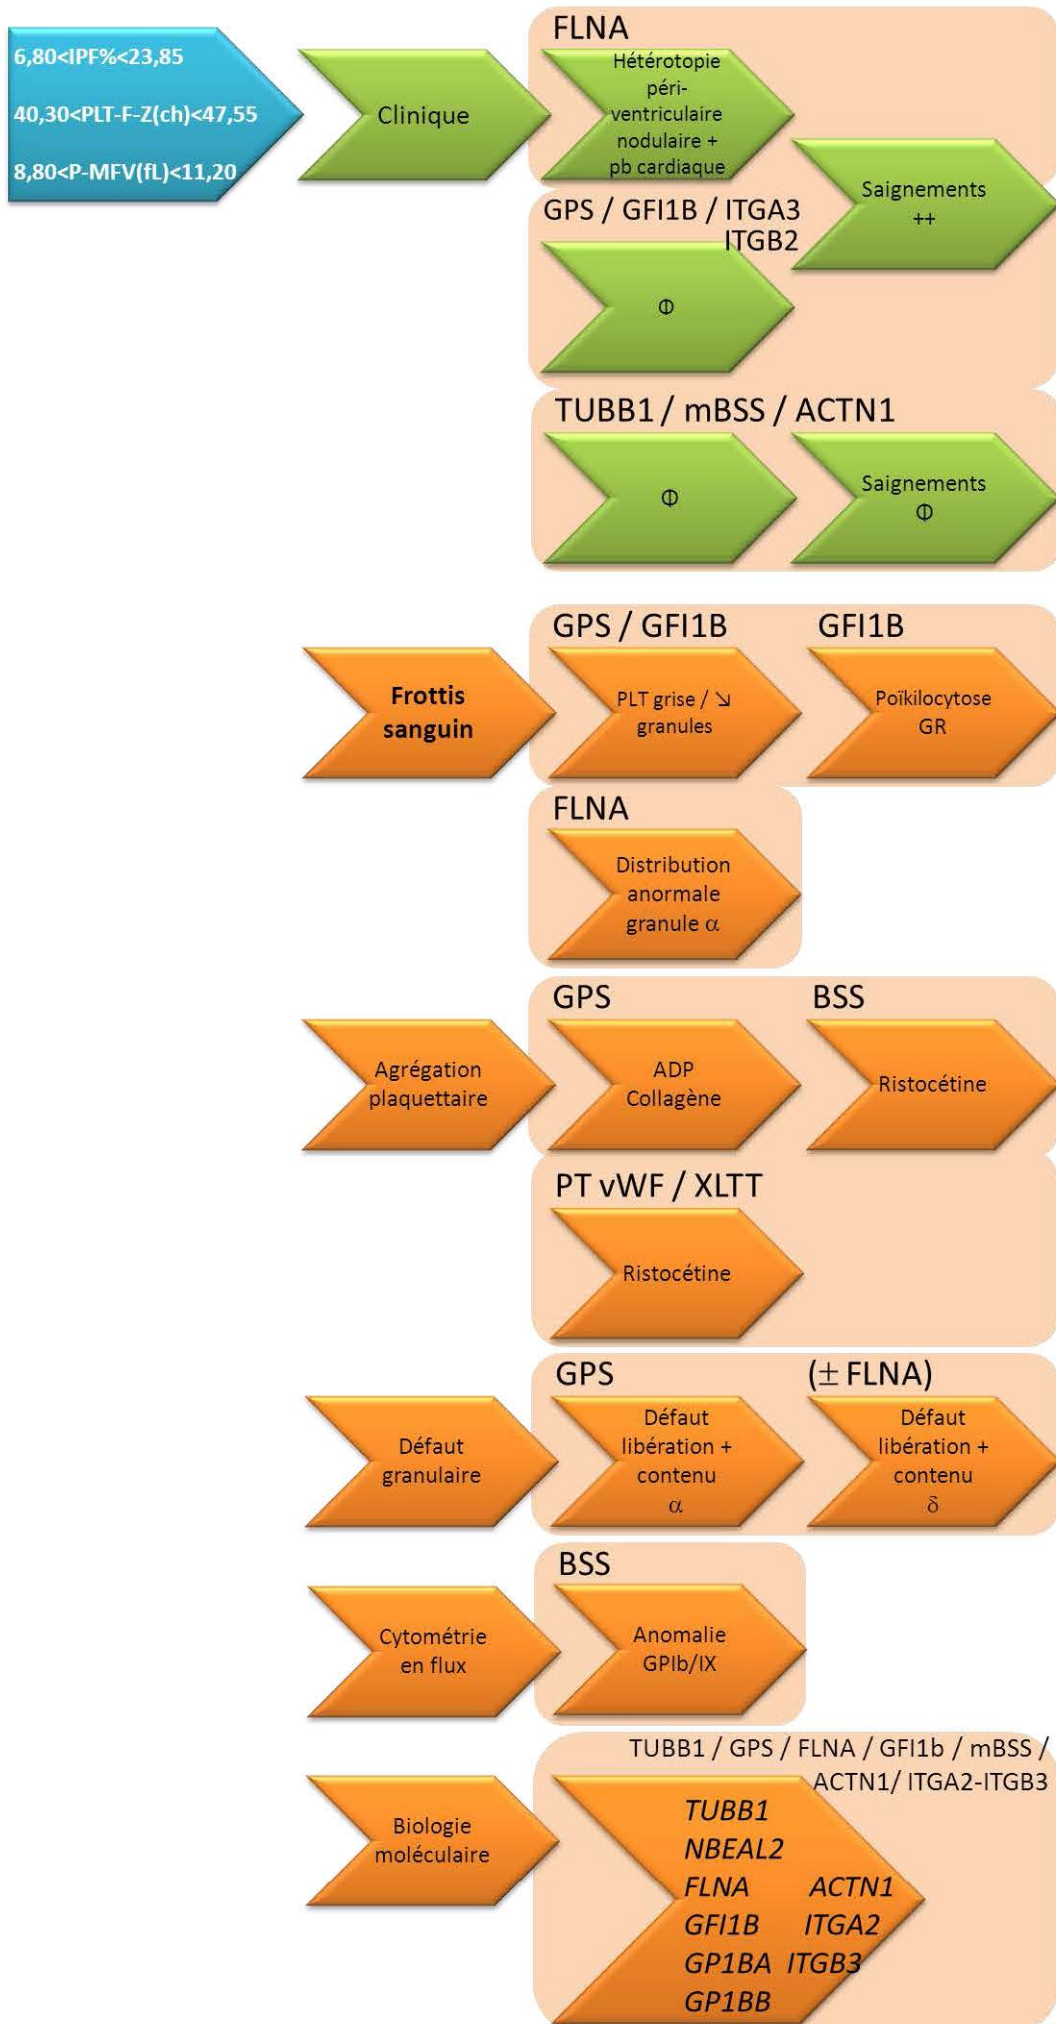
Arbre diagnostique des TC à grandes plaquettes.
